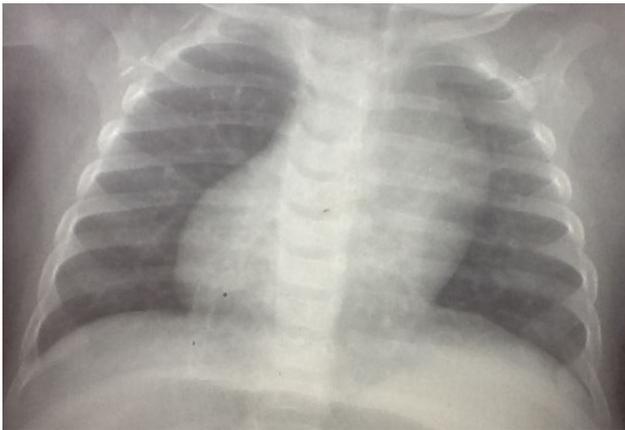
La radiographie du thorax montrant une distension thoracique, une dextrocardie.*
